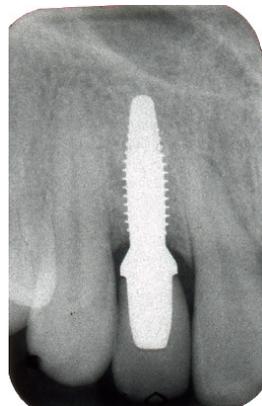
Röntgenaufnahme nach Einsetzen der Krone.
